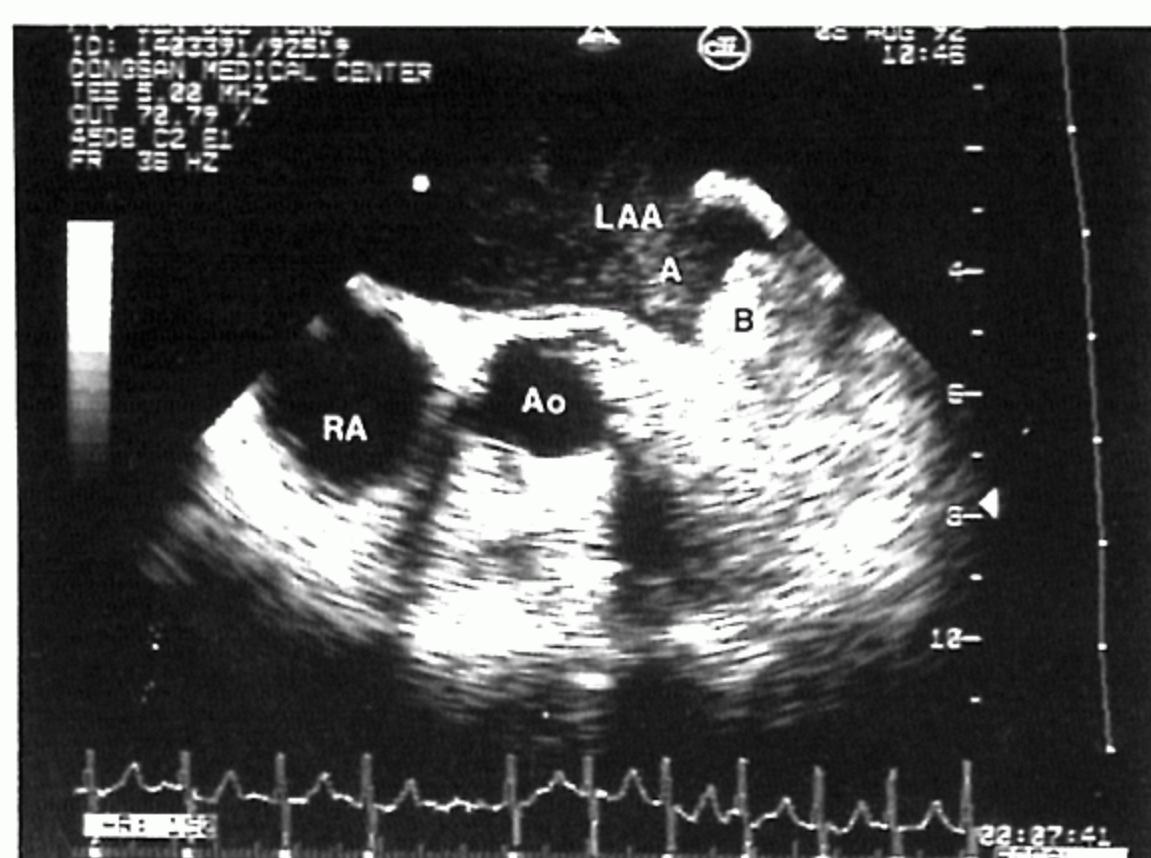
Transesophageal echocardiogram in patient with clinical cardiac abnormality.
